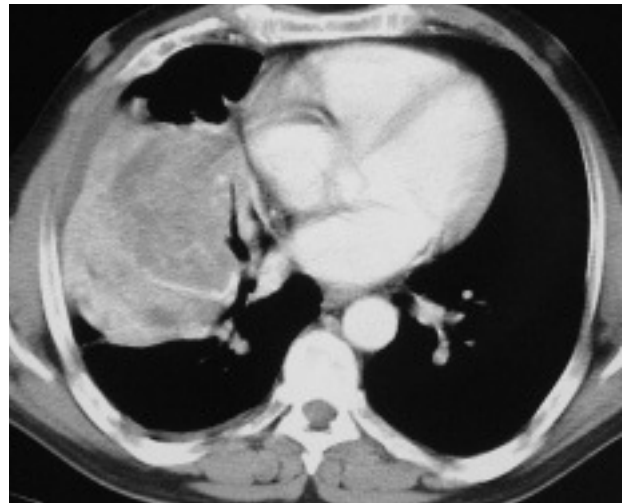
Tomografía computarizada torácica. Tumoración localizada en el lóbulo medio con un amplio contacto con la pared torácica y el pericardio derecho.
